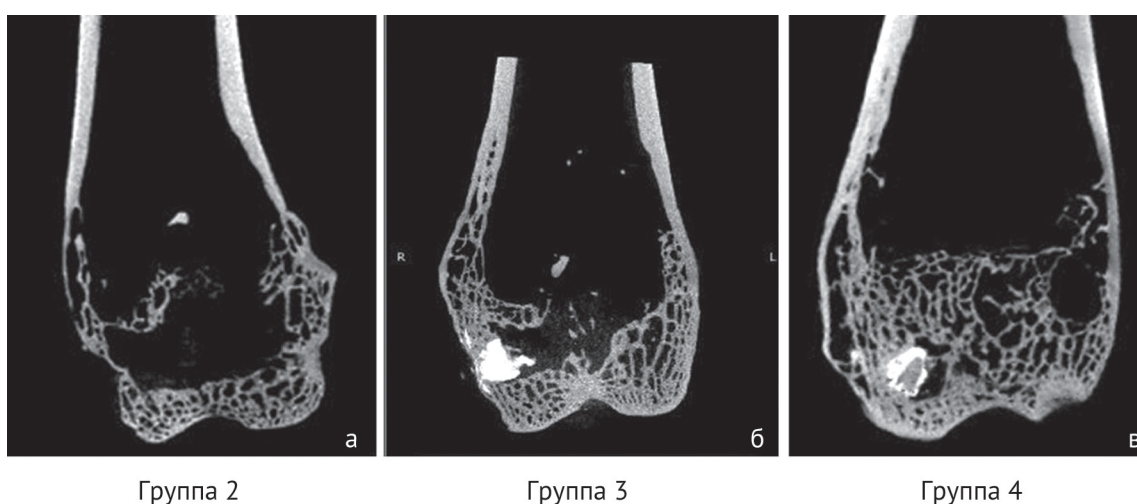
КТ, MPR во фронтальной плоскости бедренных костей. Вариативность расположения имплантата и структуры костной ткани, КТ-изображения репрезентативных препаратов правых бедренных костей, аутопсированных на сроке 6 месяцев после оперативного лечения: а – имплантат не определяется, имеется костная полость, частичное разрушение эпифизарной пластинки; б – имплантат в медиальном мыщелке, эпифизарная пластинка сохранена частично; в – имплантат в медиальном мыщелке прорастает костными балками, эпифизарная пластинка полностью сохранена, костные полости отсутствуют
